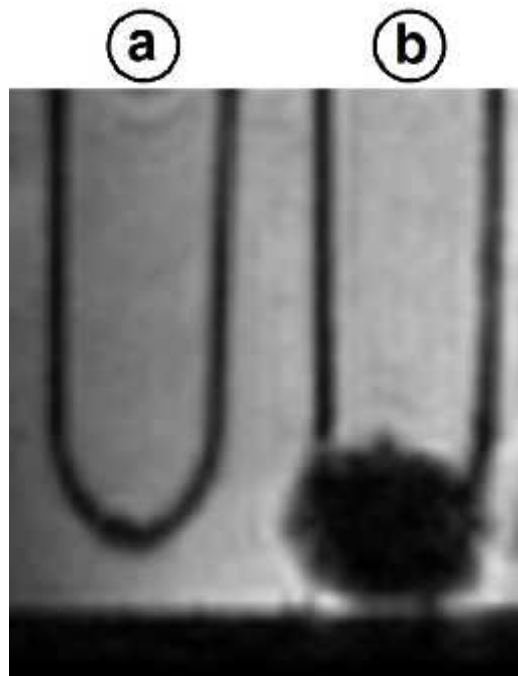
Reagenzgläser mit Suspensionen aufgetauter CD34+ Zellen im MRT
